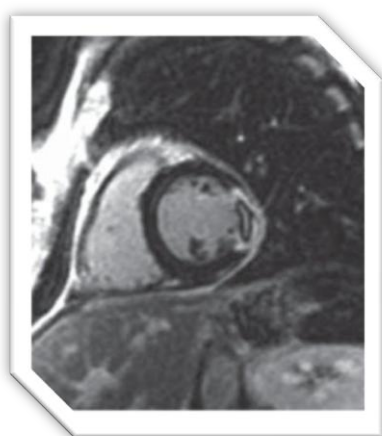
Imagen de infarto en cardiorresonancia. Sacada de internet
